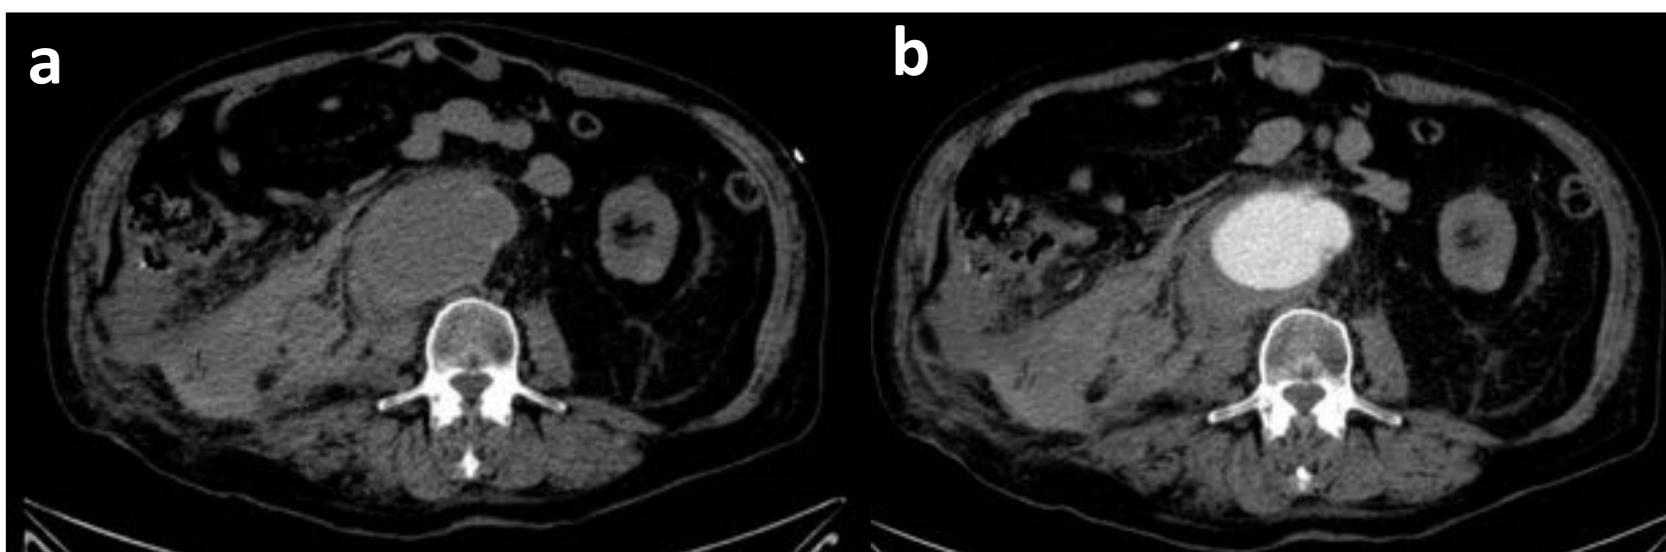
(a y b). Mismo paciente anterior en TC sin CIV (a) y ANGIOTC (b): Aneurisma infrarrenal roto con sangrado hacia retroperitoneo y hemoperitoneo en gotiera parietocólica derecha.
